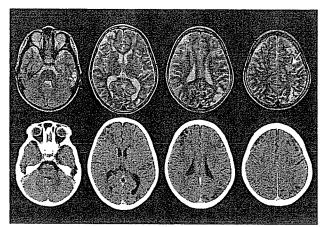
Preoperative plain MRI and CT
